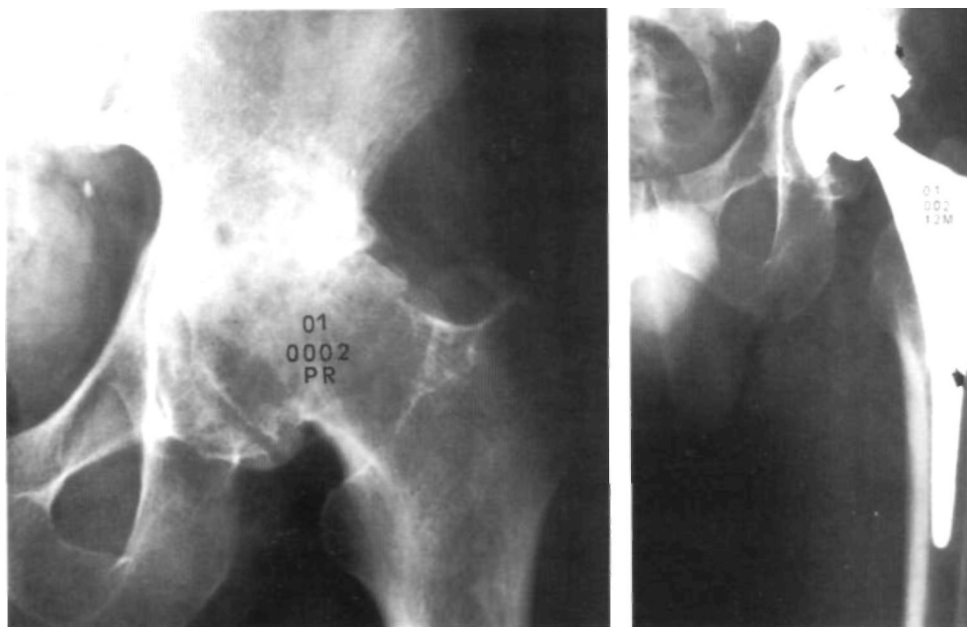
Prótesis total de cadera modelo Bihapro. A) Radiografía preoperatoria. B) Control a los 12 meses de la intervención.
